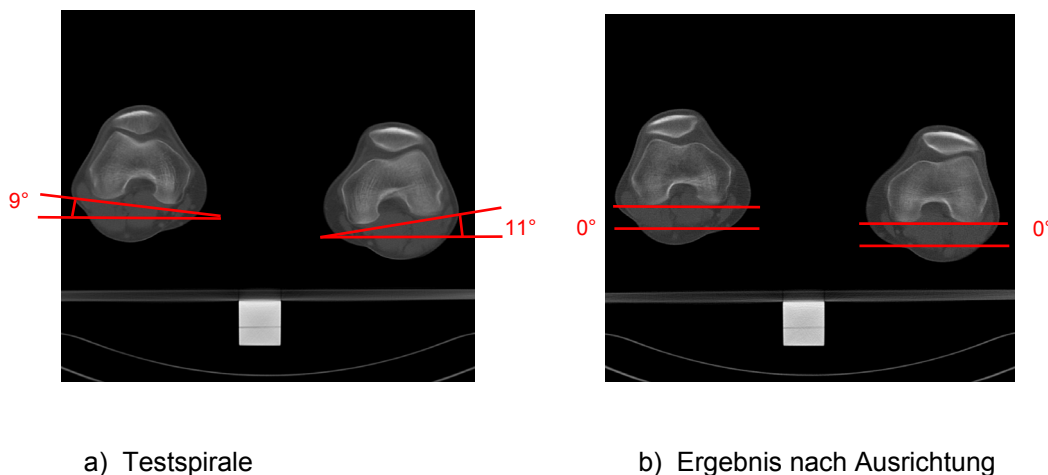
CT-Bildersatz vor und nach Ausrichtung der Kondylenhinterkante
